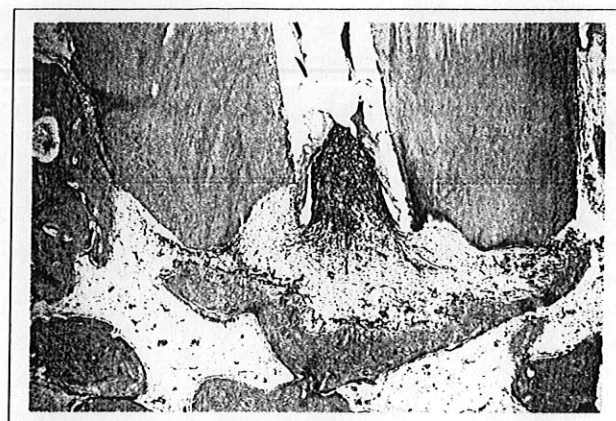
Zona apical y periapical de un espécimen del grupo A en la que destaca una reacción inflamatoria intensa con áreas de reabsorción de la superficie radicular (x4).
